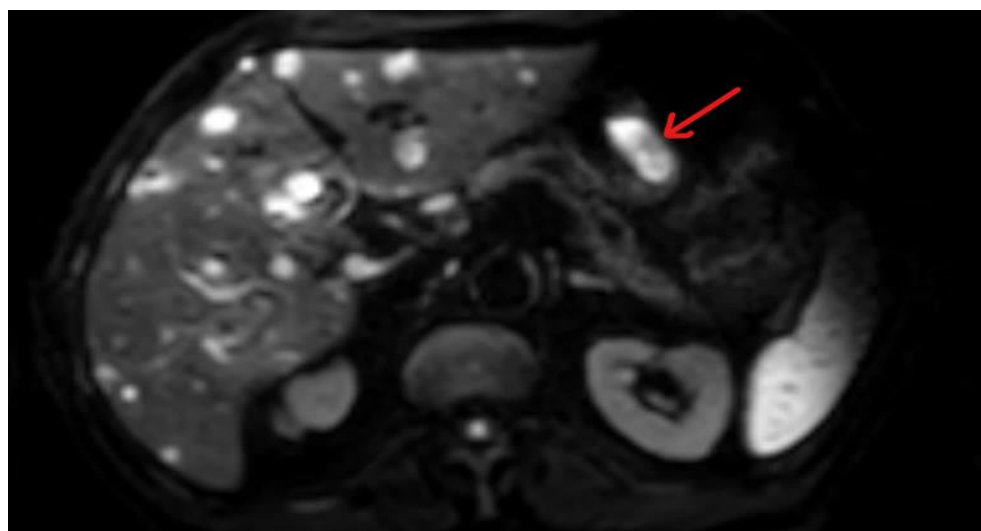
На МСКТ визуализируется опухоль (mts) передней стенки желудка (указана стрелкой)
